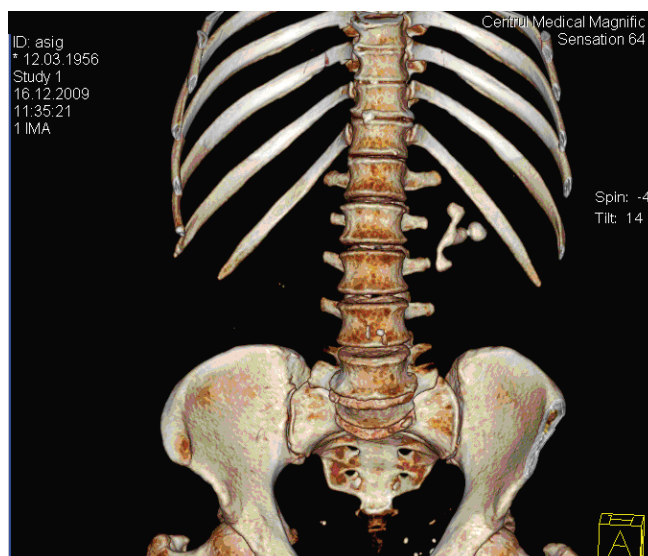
3D reconstrucția calculului. CT abdominală.
